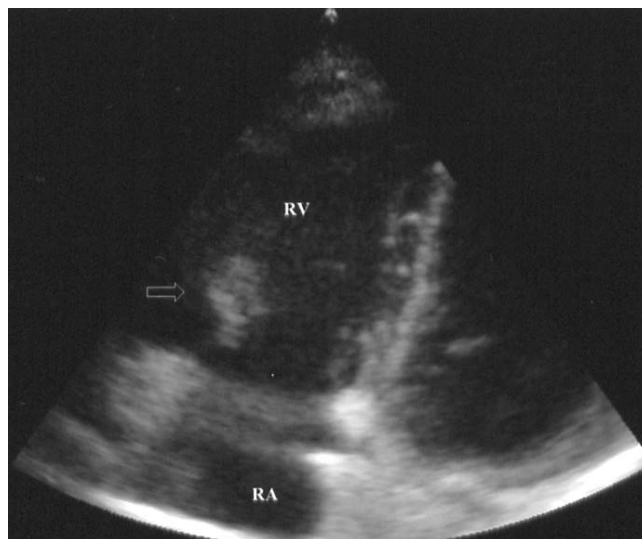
Transthoracic echocardiogram shows a large mobile vegetation (hollow arrow) in right ventricle attached to the tricuspid valve. Abbreviations : RA, right atrium; RV, right ventricle.
